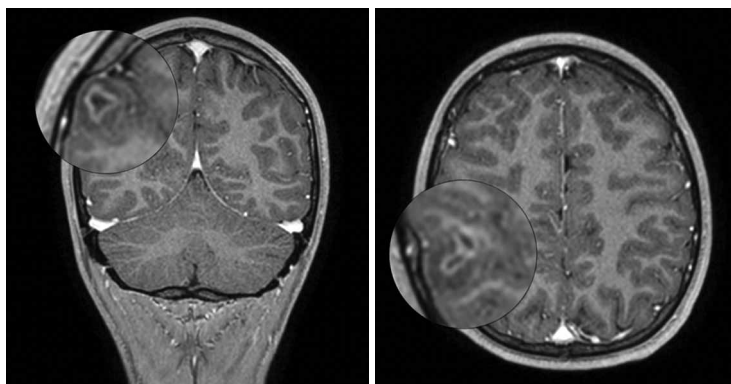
На послеоперационной МРТ на аксиальном (слева) и коронарном (справа) срезах отмечается послеоперационная полость (область увеличена), заполненная ликвором. МР-признаков остаточной опухолевой ткани не обнаружено.
